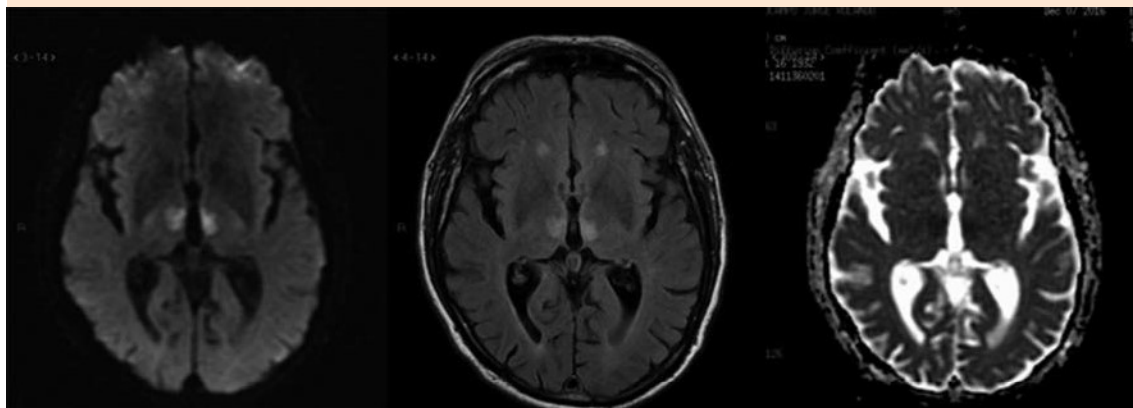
Secuencias axiales en difusión, FLAIR T2, CDA (coeficiente de difusión aparente). Se observan lesiones intraaxiales bitalámicas de características vasculares isquémicas en estadio agudo-subagudo temprano, en el territorio tálamo perforante de la arteria de Percherón.
